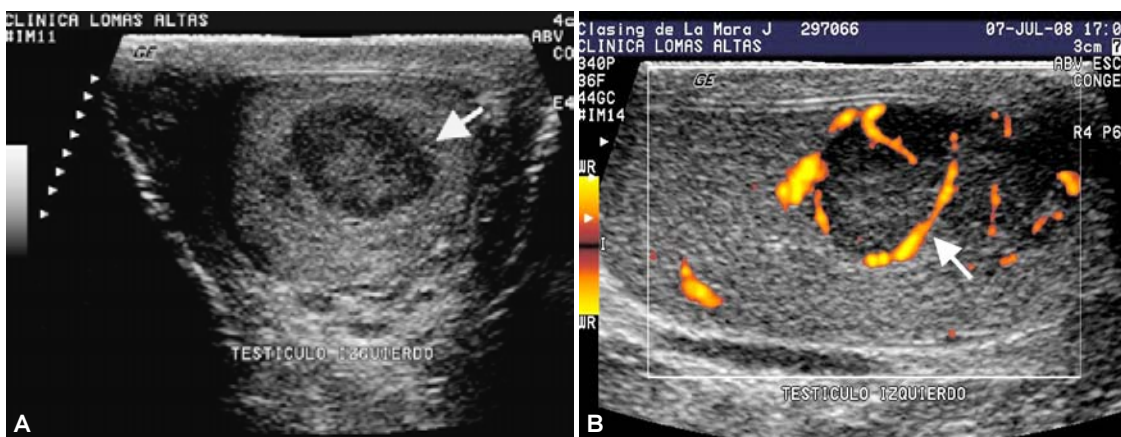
Carcinoma embrionario. A) Corte transversal en donde se observa lesión focal hipoeoica, con ecogenidad heterogénea (flecha). B) Doppler de potencia con aumento de vascularidad.
